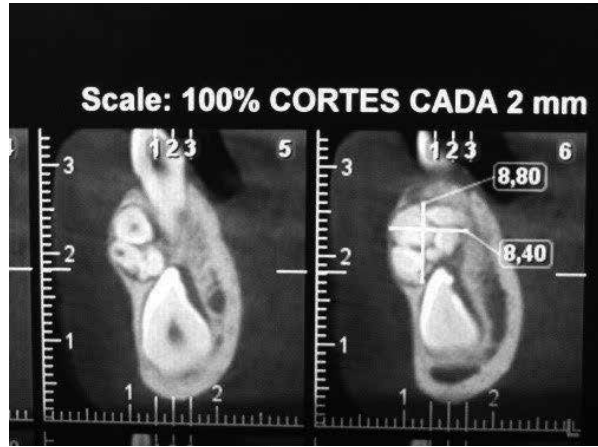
Tomografía. Odontoma múltiple.
